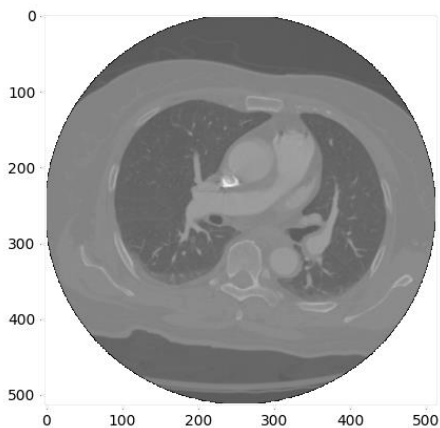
Срез изображения КТ пациента
